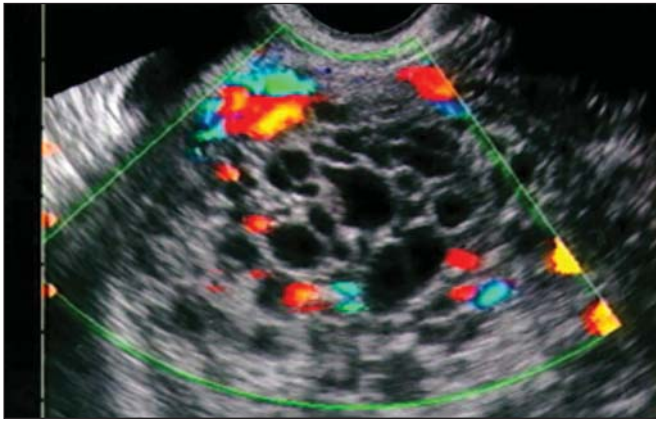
Ultrassonografia transvaginal realizada em uma paciente com sangramento na 14ª semana de gestação. Exame mostrando útero aumentado de tamanho, com a cavidade endometrial preenchida por material amorfo, com múltiplas áreas anecogênicas, sugerindo mola hidatiforme completa. Notar ausência de produto embrionário e seus anexos. Na análise dopplerfluxométrica pode-se observar que não há fluxo vascular entre as vesículas, salientando sua característica avascular.
